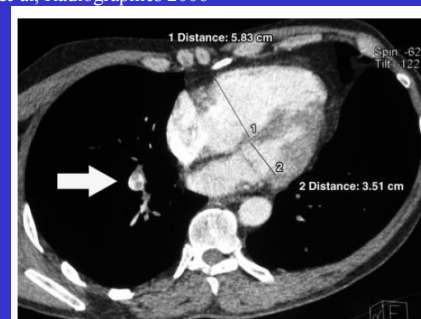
Moderate acute dilatation of the RV in a 55-year-old man with massive PE. Four-chamber CT image shows measurements for the short axes of the RV and LV, resulting in an RV/LV diameter ratio of 1.7. Note the PE in the right lower lobe PA (arrow).
